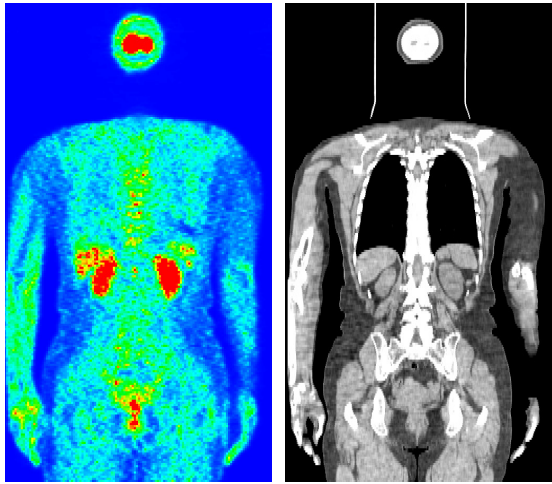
An example of original PET/CT images.
